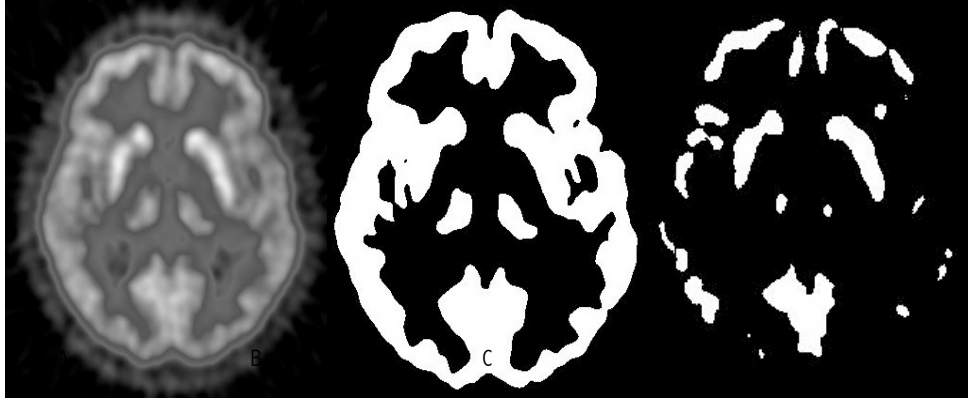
Aplicação do método de Otsu (Matlab®), imagem central, e método thresholding iterativo, imagem à direita, para segmentação da substância cinzenta numa imagem de PET com ^{18}F -FDG, imagem à esquerda.
